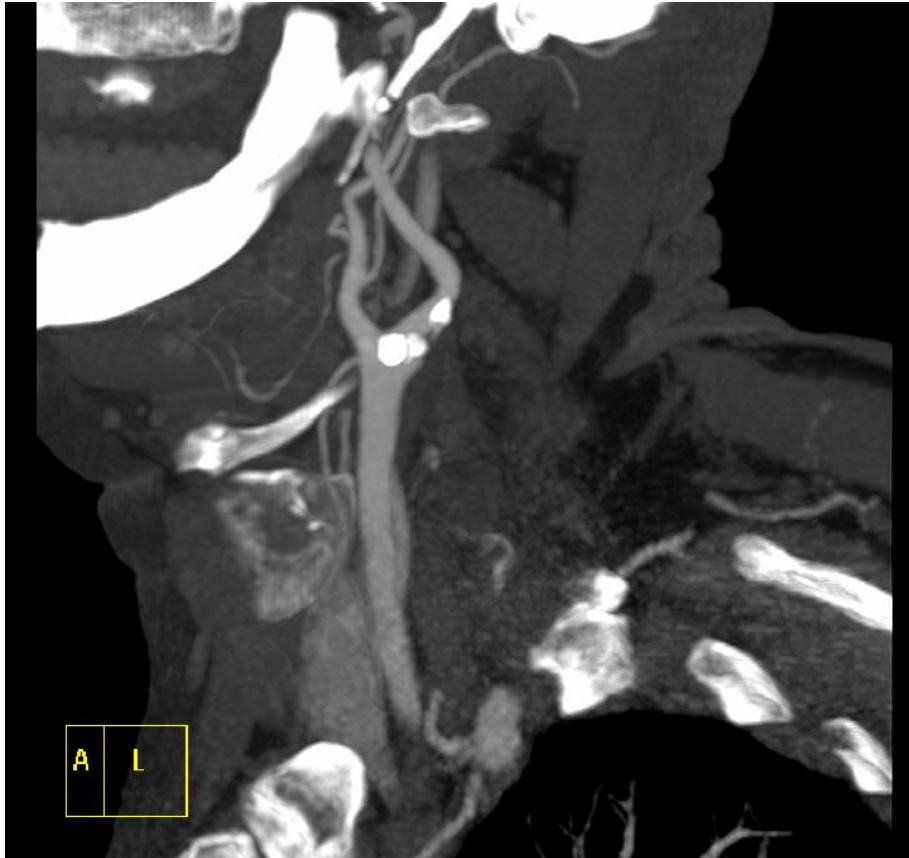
Imagen de angio-TC. Bifurcación carotídea, con placas calcificadas.
